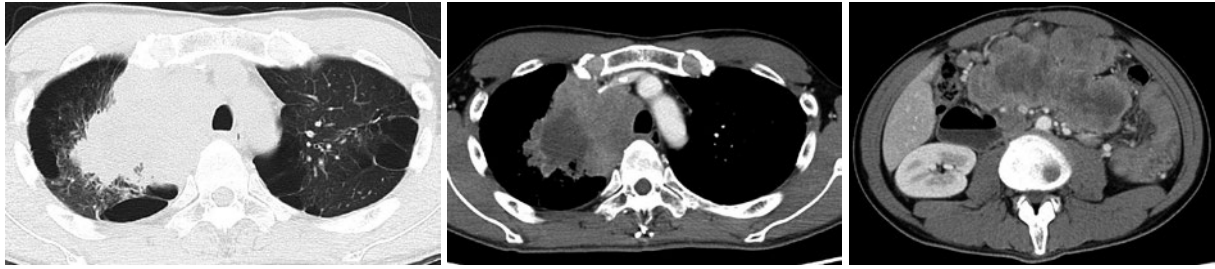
ニボルマブ投与前の造影CT. 右肺上葉腫瘍は縦隔リンパ節と一塊となり、内部に造影効果の乏しい領域を認める。腹腔内、骨盤内には結節が連なり一塊となった形で腹膜播種病変を認める。
